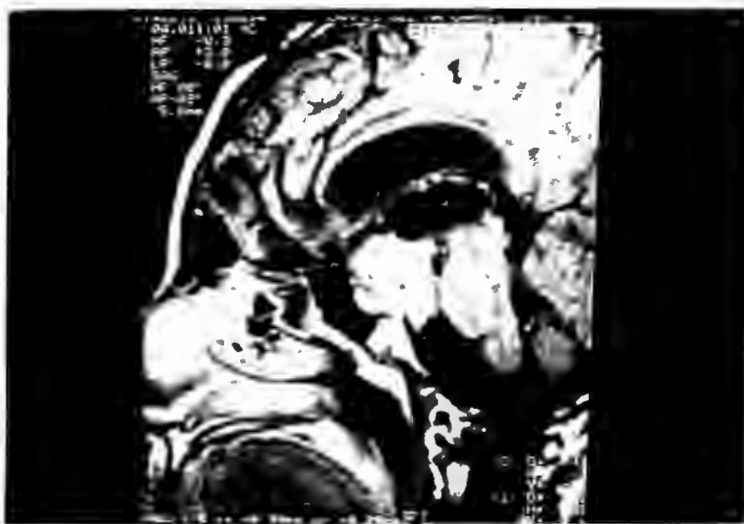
Arriba. IRM lateral. Dimensiones del macroadenoma al diagnóstico (6.0x6.59cms) Fig 4. Abajo. IRM lateral a los 34 meses de evolución (2.87 x 2.33), posterior al tratamiento quirúrgico, radioterapia y recibiendo broergocriptina, y octreotido.
